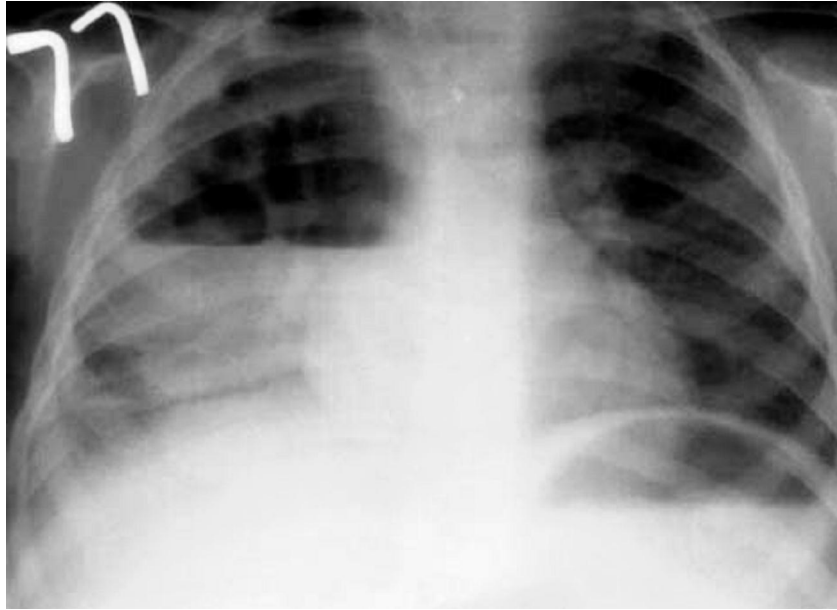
Une radiographie thoracique de face montrant une pleurésie et un pneumothorax secondaires à un kyste bronchogénique parenchymal chez un enfant de 3 ans [32].
